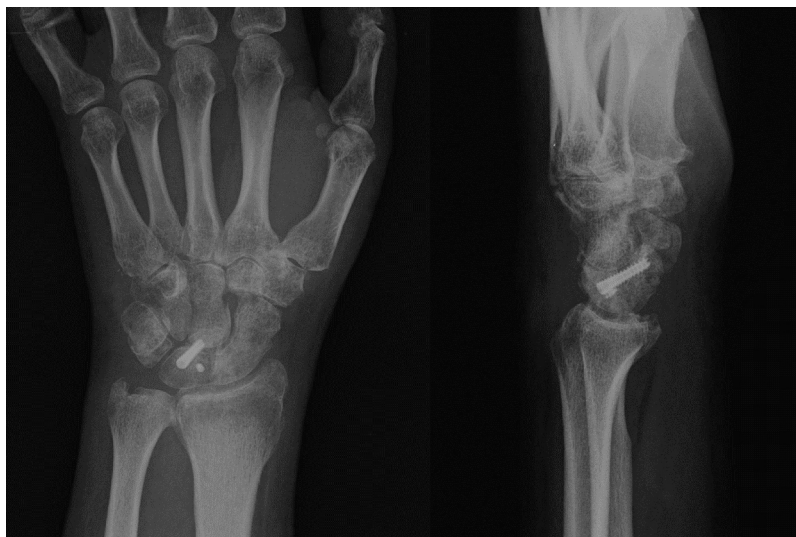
Radiografía simple de control postoperatorio inmediato en proyecciones posteroanterior y lateral, donde se observa una correcta reducción y la colocación del tornillo de osteosíntesis y del anclaje para la sutura del ligamento escafolunar.
